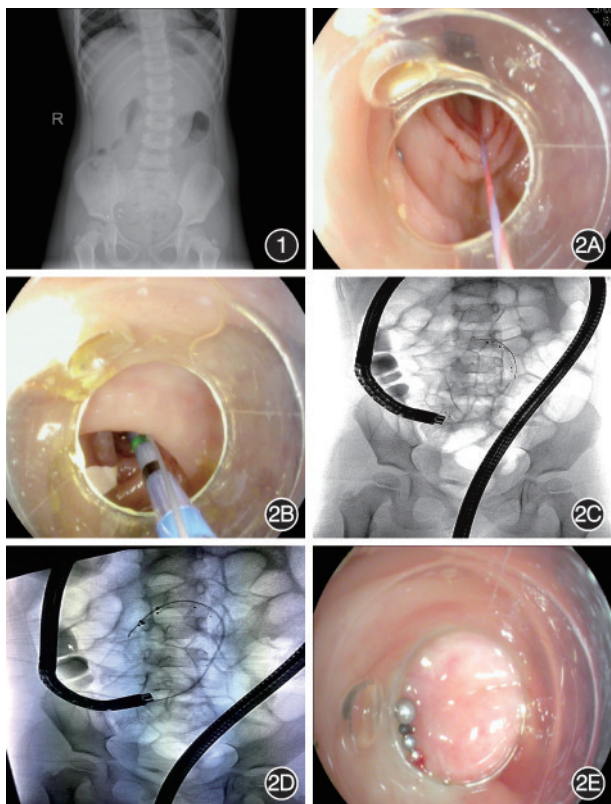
腹部X线示右下腹盆腔内高密度影,提示水银滞留阑尾腔 图2 阑尾水银内镜下逆行取出治疗 2A:使用内镜头端透明帽拨开阑尾开口,插入导丝;2B:导丝引导下插入切开刀;2C:插管成功后X线下阑尾腔内水银珠显影;2D:X线示导丝引导下插入取石球囊;2E:取出的水银珠
